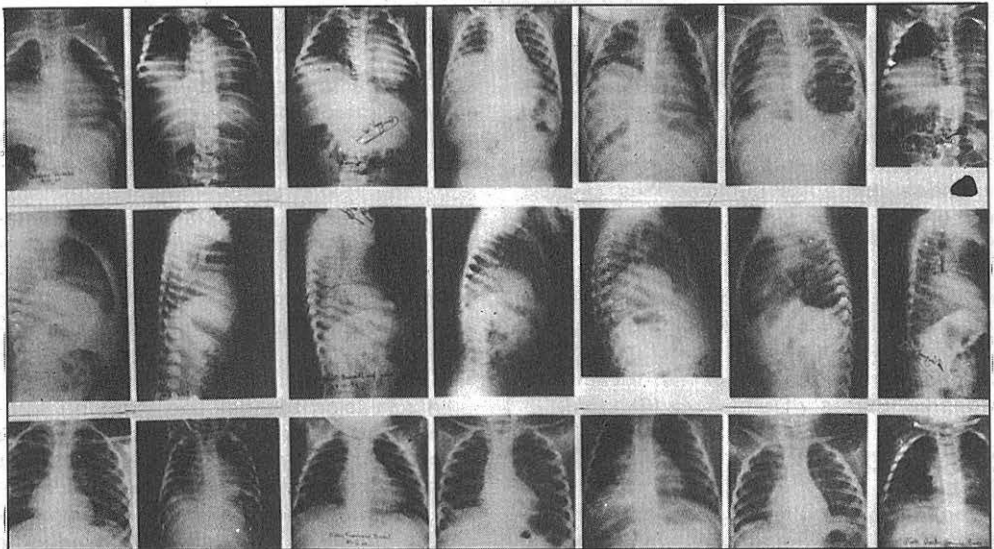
Radiografías pre y posoperatorias de los siete casos intervenidos. En las dos líneas superiores se muestran las radiografías preoperatorias en su proyección frontal y de perfil. En la línea inferior las radiografías posoperatorias.
